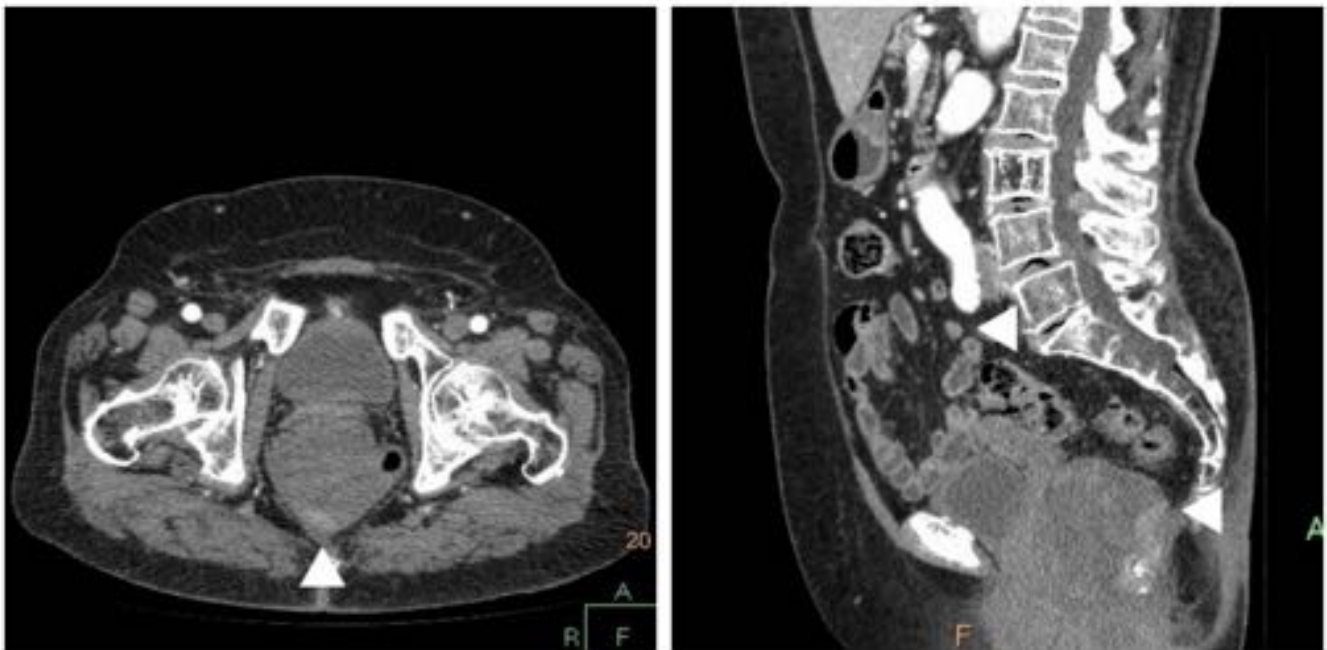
Mujer de 89 años. TC: control evolutivo de GIST de localización pararectal derecha. Lesión, de aspecto sólido y relativamente homogéneo, con áreas periféricas de mayor atenuación. Se demuestra muy lenta disminución de volumen en respuesta al imatinib. Paciente estable tras 5 años de tratamiento.
